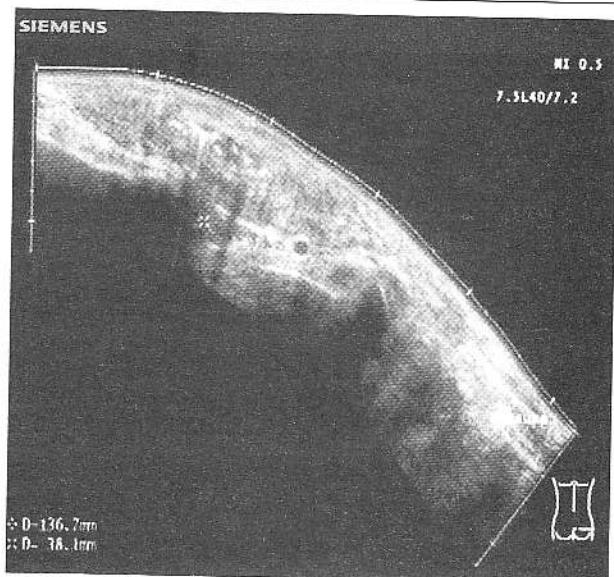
Imagine ecografică Sie-Scape a fesei stângi (săptămâna a 3-a de la internare).
